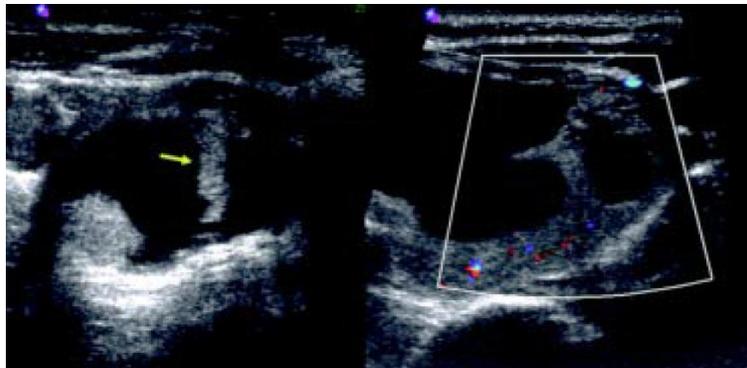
Imagen ultrasonografica longitudinal que muestra nódulo quistico pequeño.
